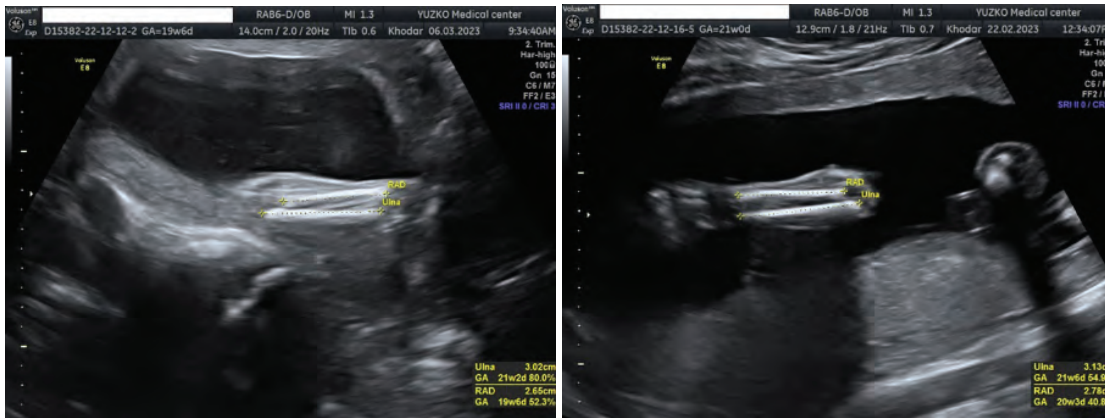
Fetal ulna and radius sonogram at 21 weeks of gestation.
